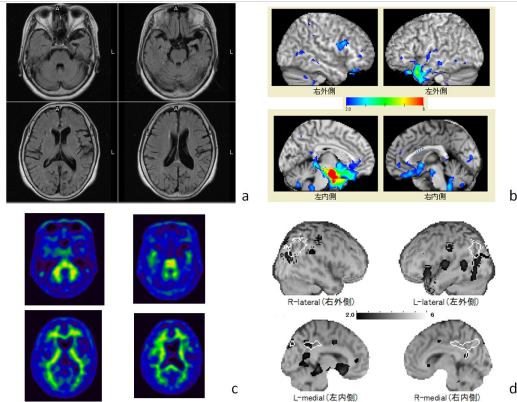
74歳女性、嗜銀顆粒性認知症典型例、MMSE29点で軽度認知障害レベルだが、MRIでは左側頭葉内側前部萎縮(a)、VSRAD脳表面画像でも明瞭(b)、アミロイドPiB-PET(c)では陰性、Tc-99m-ECD脳血流eZIS画像(d)ではアルツハイマー病パターンではない。
